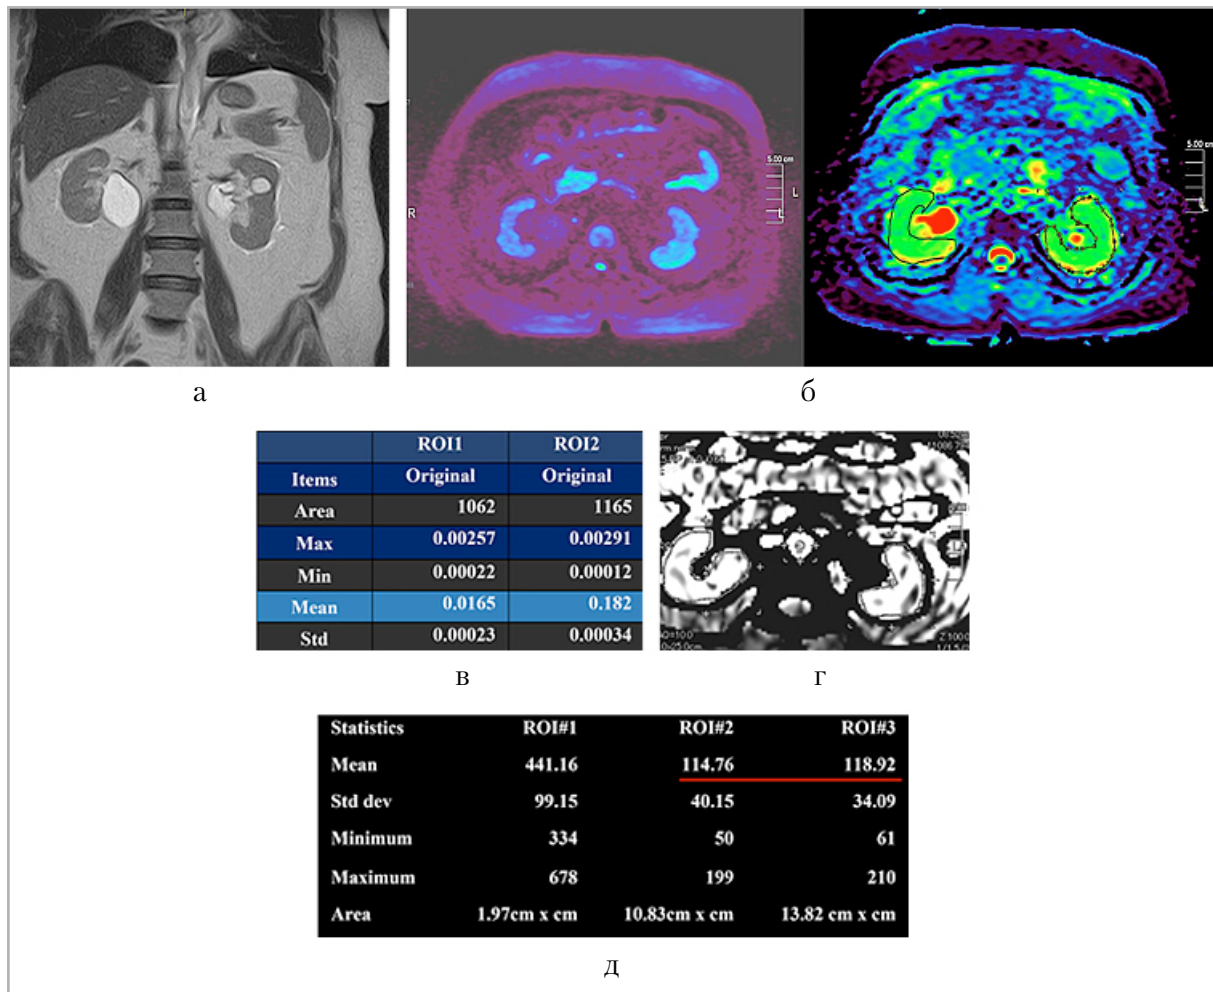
МР-томограммы почек пациента 53 лет с терминальной стадией ХБП: а — корональная проекция, режим Т2-ВИ; б — качественные показатели ДВИ почек; в — количественные показатели ДВИ почек: ROI1 — правая почка, ROI2 — левая почка; г — серошкальная карта ASL-перфузии почек; д — количественная карта ASL-перфузии почек: ROI#1 — аорта, ROI#2 — правая почка, ROI#3 — левая почка
